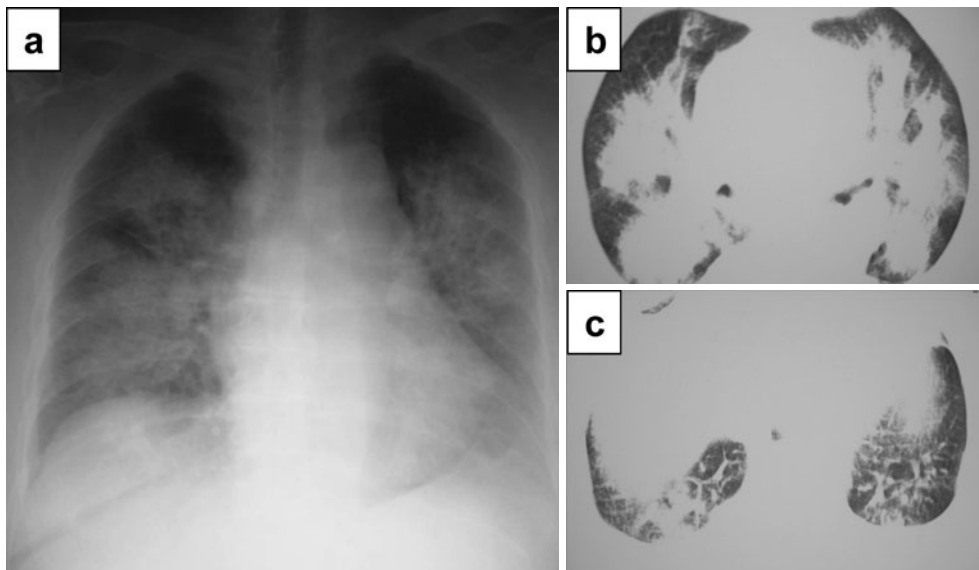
(a) Chest radiograph on admission, showing a butterfly pattern of bilateral infiltrations. (b, c) Chest CT on admission, showing parahilar distribution of bilateral infiltrations and consolidations with sparing of the lung peripheral lesions.
